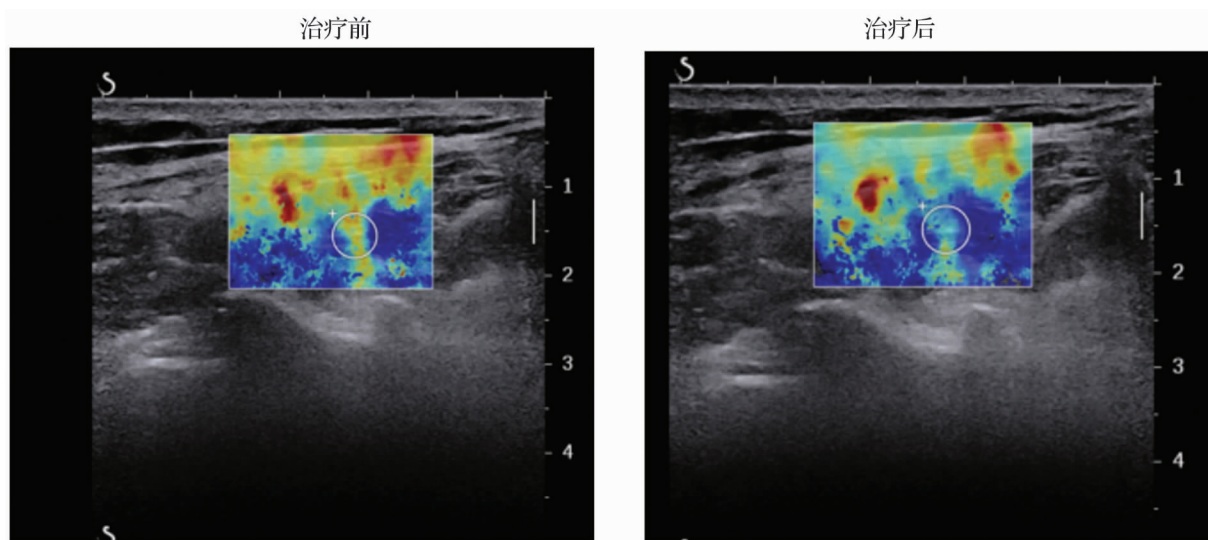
椎旁肌在治疗前与治疗后的超声剪切波杨氏模量表现
